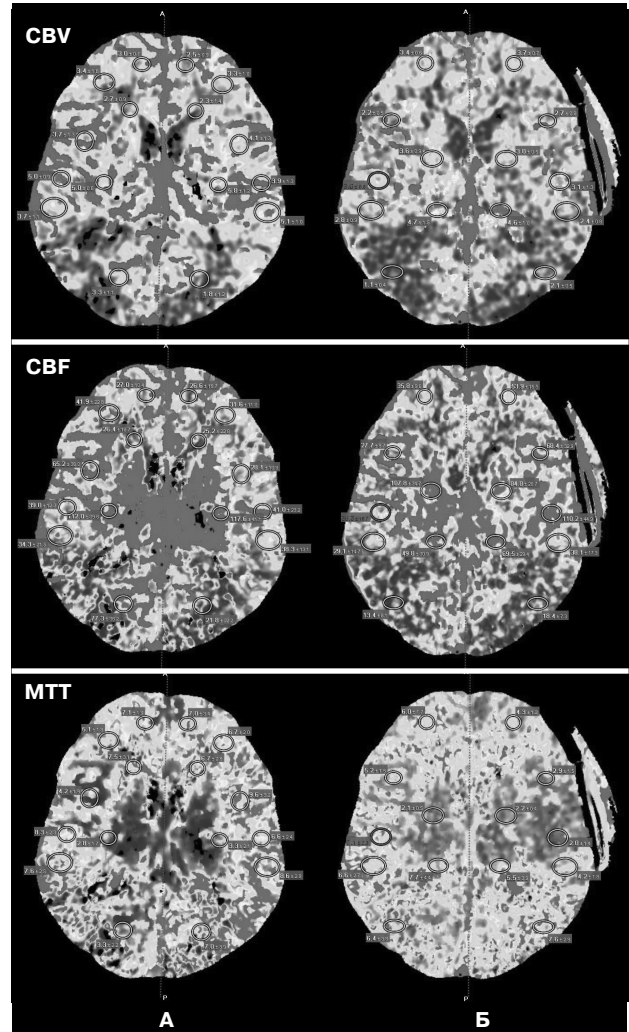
Перфузійна мультиспіральна комп'ютерна томографія головного мозку пацієнта А., 38 років, з оклюзією обох внутрішніх сонних артерій, перенесеною недостатністю мозкового кровообігу за ішемічним типом у басейнах лівої середньої мозкової та зовнішніх мозкових артерій до (А) та через 6 міс після хірургічного втручання зліва (створення екстра-інтракраніального мікрораскулярного анастомозу) (Б)
